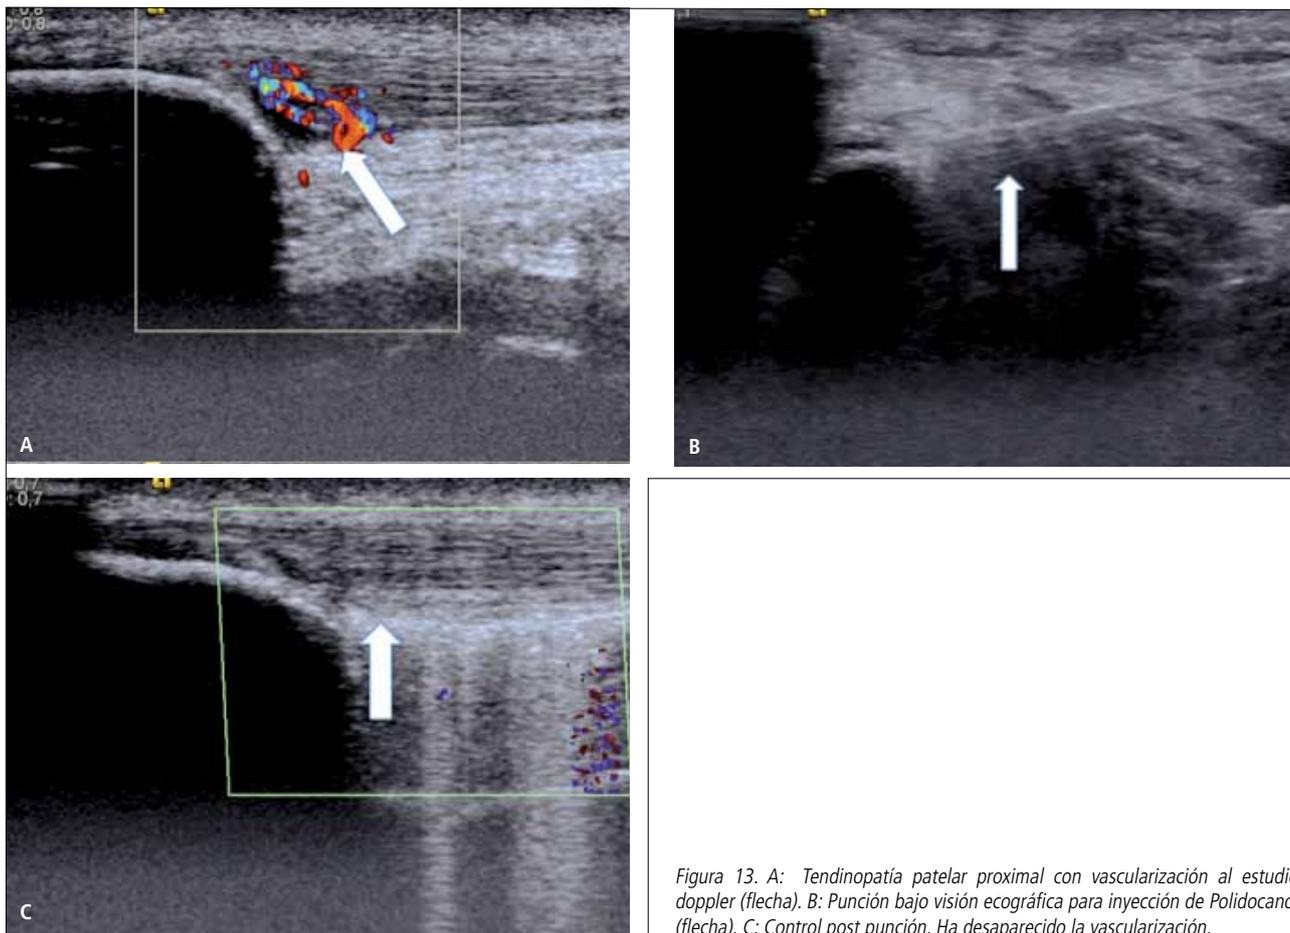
A: Tendinopatía patelar proximal con vascularización al estudio doppler (flecha). B: Punción bajo visión ecográfica para inyección de Polidocanol (flecha). C: Control post punción. Ha desaparecido la vascularización.
